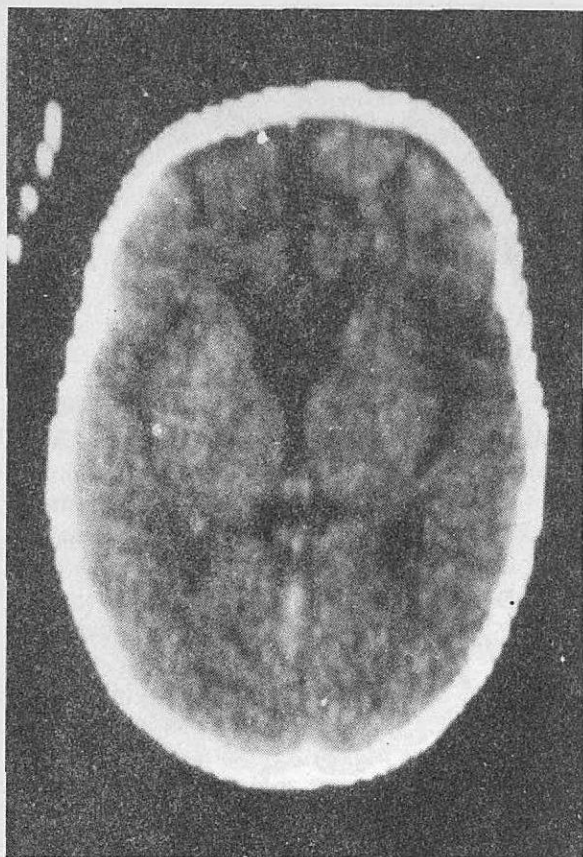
Niña de 1 año y 10 meses de edad, sin antecedentes, con EMCU derecho de 3 horas de duración y hemiparesia de 24. La tomografía muestra edema unilateral izquierdo a las 48 horas del episodio inicial.
